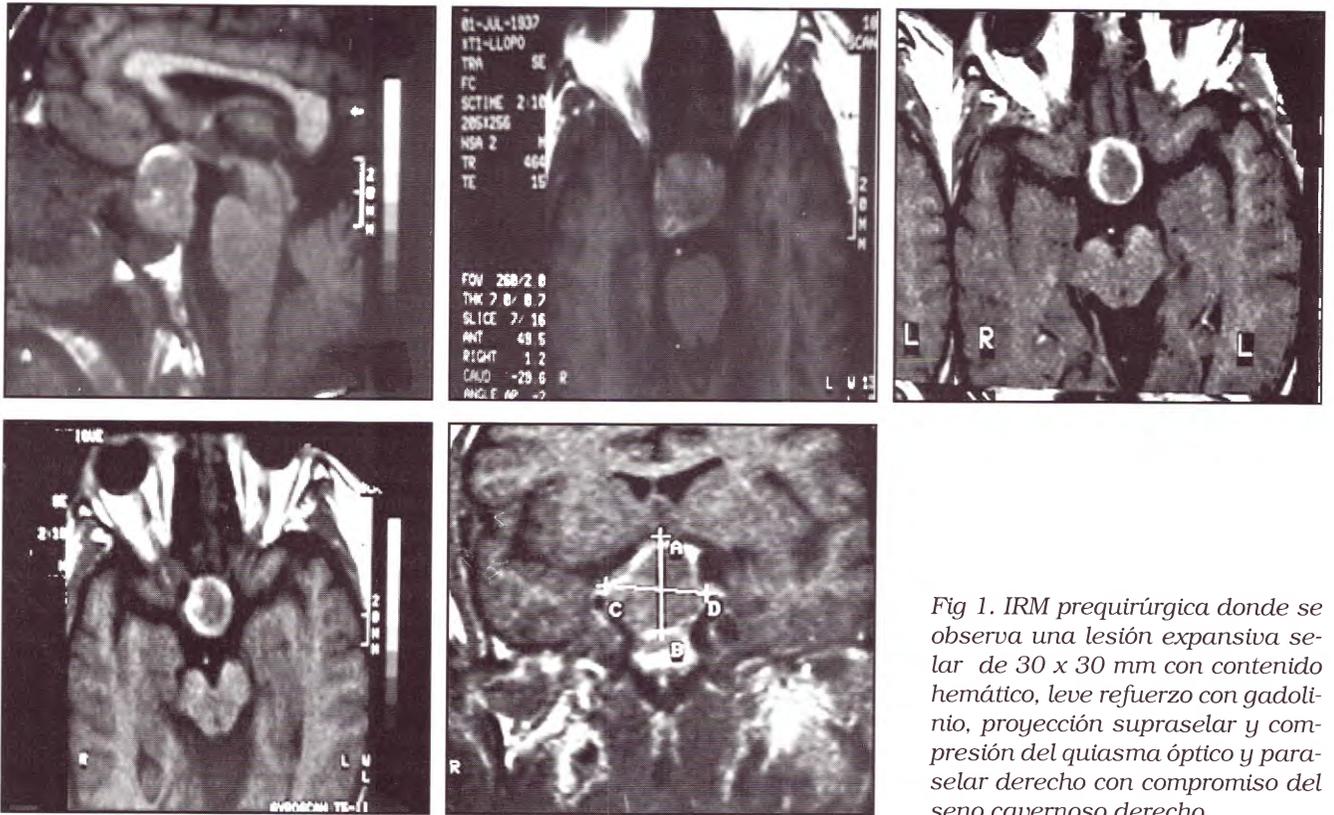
IRM prequirúrgica donde se observa una lesión expansiva sellar de 30 x 30 mm con contenido hemático, leve refuerzo con gadolinio, proyección supraselar y compresión del quiasma óptico y paraselar derecho con compromiso del seno cavernoso derecho.
